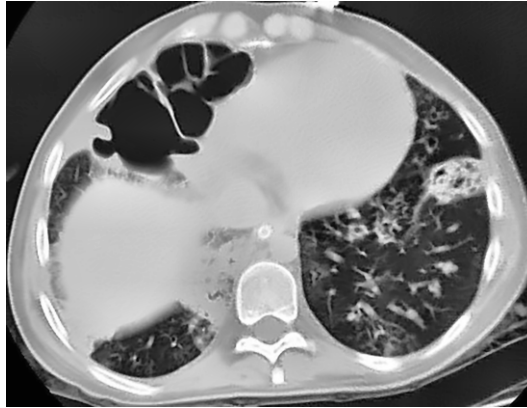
TAC de tórax sin contraste (plano axial). En hemitórax derecho anterior se observan múltiples espacios aéreos de morfología redondeada y mayores de 1 cm, delimitados por paredes finas menores de 1 mm y separados entre sí por septos curvilíneos, compatibles con bullas. Las bullas desplazan y comprimen el parénquima adyacente.
